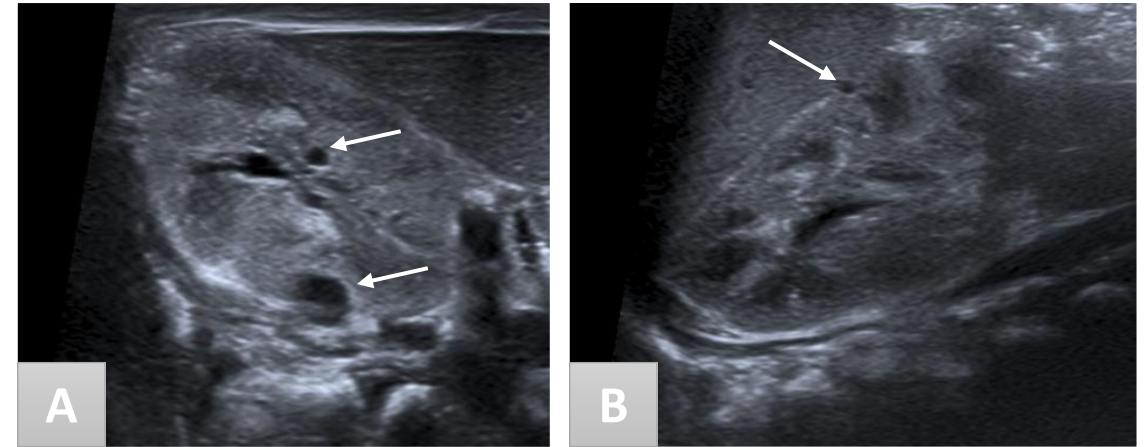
Poliquistosis renal autosómica dominante, en un neonato al que se le realiza ecografía por infección urinaria. Plano axial del riñón derecho (A) y plano longitudinal del riñón izquierdo (B): riñones de tamaño normal, con diferenciación corticomedular conservada y algunos quistes bilaterales de tamaños variables (flechas). Posteriormente se descubrió que la madre y algunos familiares maternos también estaban afectados.
